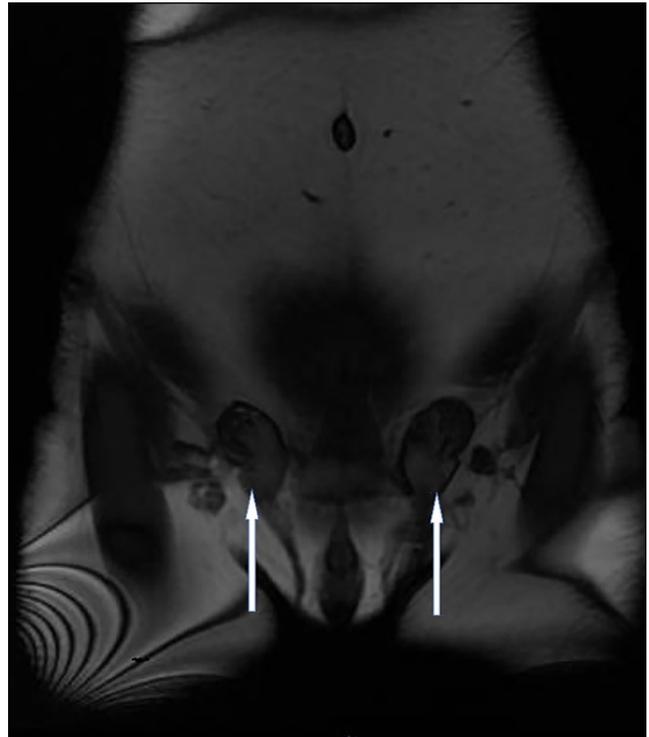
Imagen de resonancia magnética nuclear de pelvis en la que se observa criptorquidismo.
